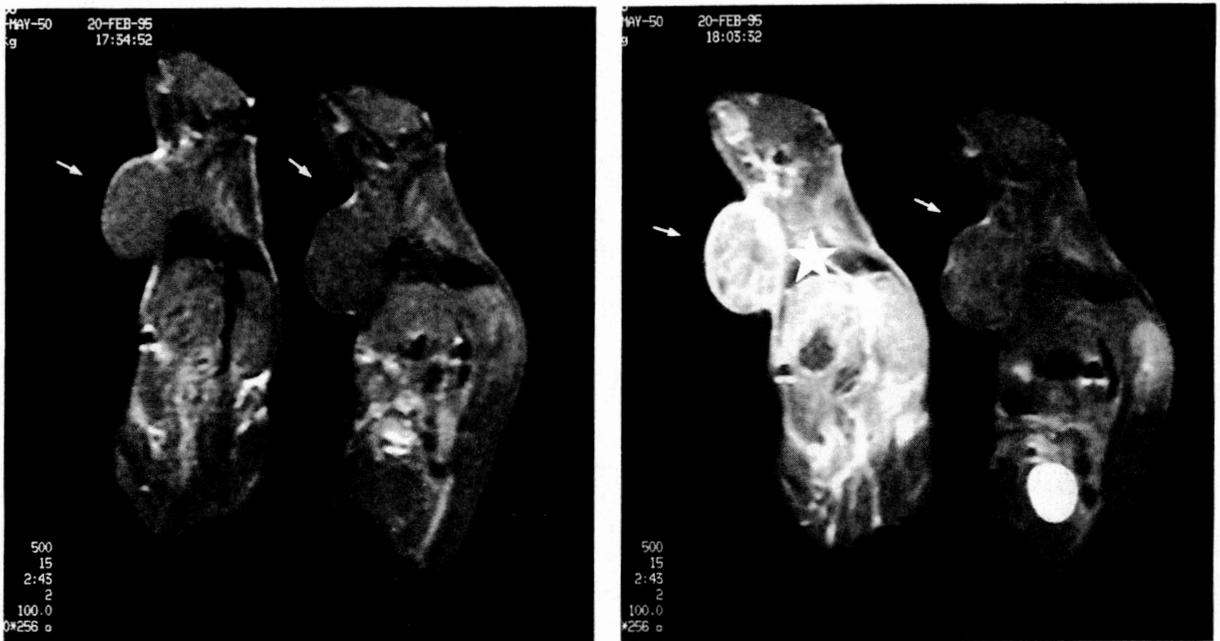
ATN-4T, Gd-DTPA のMRI 腫瘍イメージング
